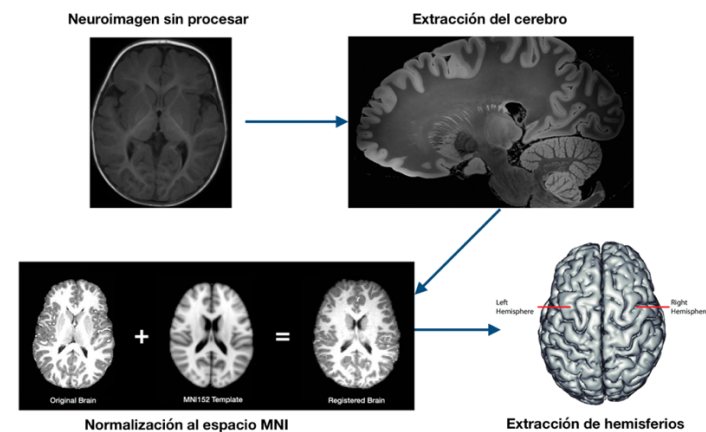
Procesamiento de neuroimágenes de MRI.
